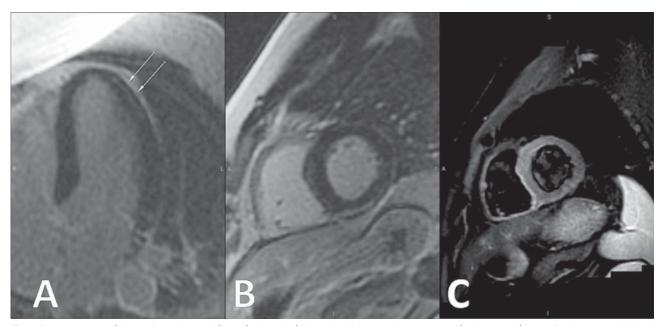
Resonancia magnética cardiaca. A: captación tardía intramiocárdica a nivel lateroapical en la proyección de cuatro cámaras. B: eje corto a nivel basal con captación epicárdica a nivel inferior e inferolateral basal. C: señal T2 elevada en la imagen correspondiente a la misma localización que es compatible con edema miocárdico.
